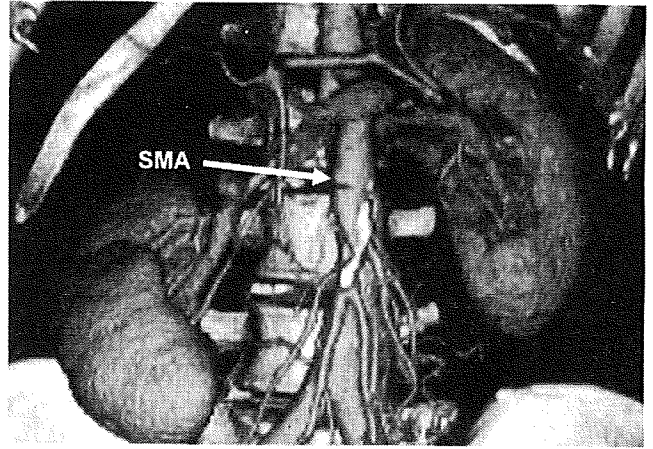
LDS患者で認めた上腸間膜動脈瘤（30歳男性、*TGFBR1*遺伝子変異）の腹部血管3次元CT画像
